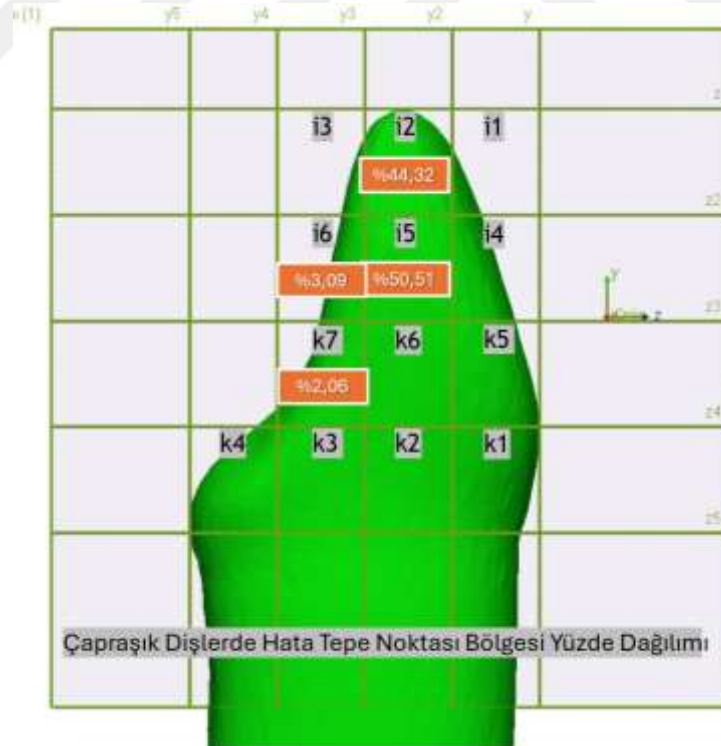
10: Yerleşime Göre Hata Tepe Bölgelerinin Sayısal Grafisi.
